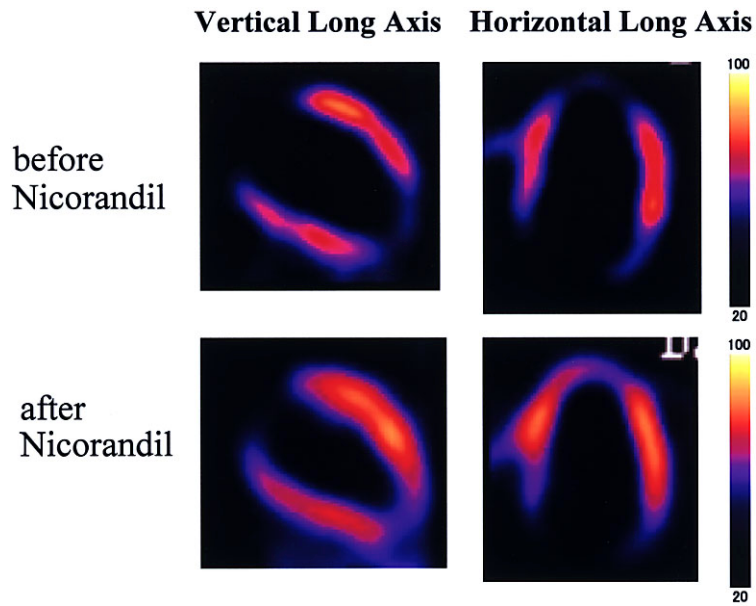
^{123}I -BMIPP myocardial SPECT. ^{123}I -BMIPP images showed reduced uptake in the apex. After nicorandil therapy, reduced ^{123}I -BMIPP myocardial uptake was improved.
